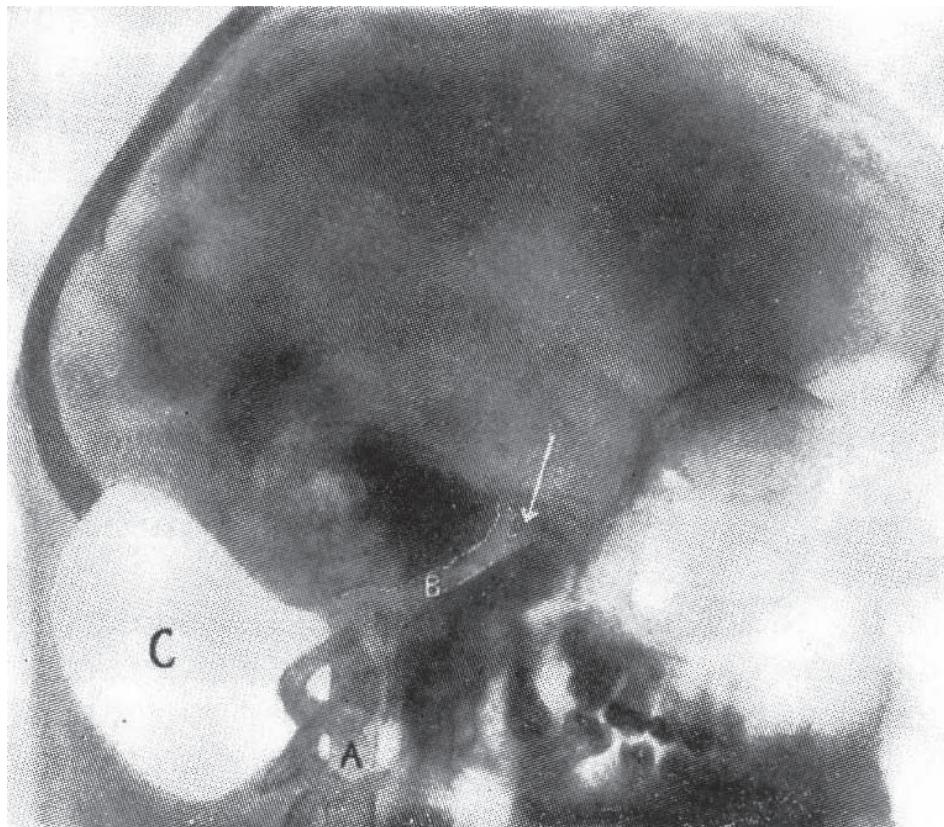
脊柱管内への空気注入後のX線写真(修正後). 空気造影によってのみ診断できる頭蓋内腫瘍の症例. 小脳には病変を認めなかった. 後頭骨に術後の欠損があり, 大槽に相当する部分が大きな脳脊髄液貯溜腔となっている(C). 脊柱管内の空気のため, 脊髄の上部も描出されている. B: 延髄周囲槽, 橋周囲槽. 矢印: 脑槽内の閉塞. ここに中脳腫瘍があり, 経小脳的に部分切除した. 腫瘍は中脳水道と脳槽を閉塞していた. 大きな脳脊髄液貯溜腔(C)は, 脑槽の閉塞によるものである. 脑溝には空気が認められない.
